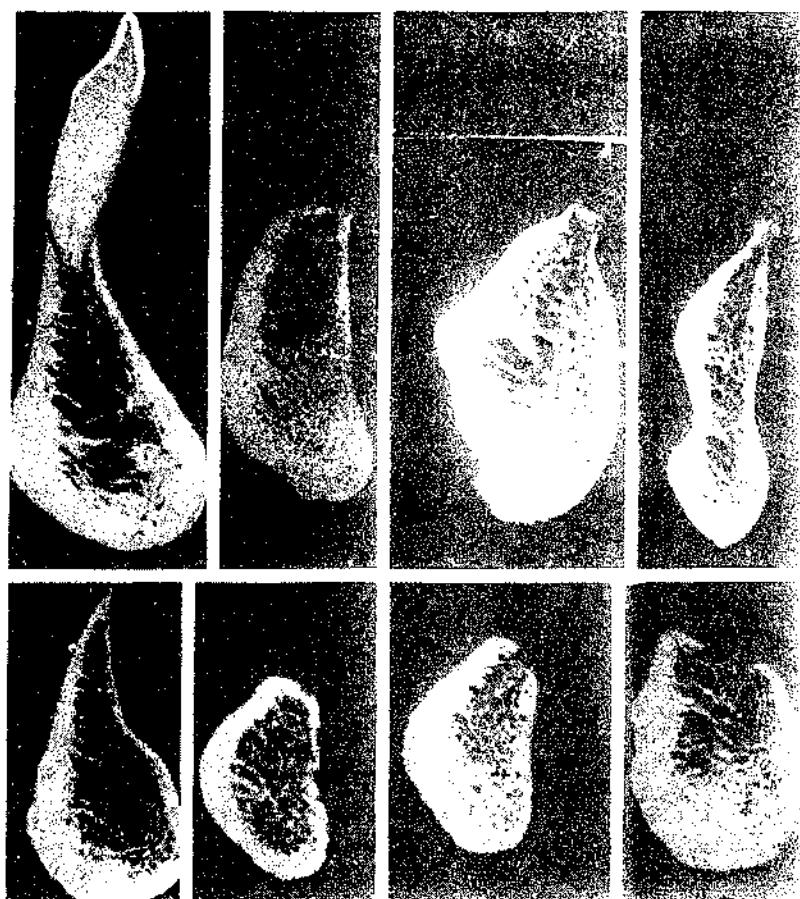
Radiografías de secciones sagitales medianas de ocho mandíbulas que ejemplifican la clasificación de la forma del borde residual: (arriba, de izquierda a derecha) preexacción, postex- tracción, alta bien redondeada; (abajo) en filo de cuchillo, baja bien redondeada con y sin capa cortical sobre la cresta del borde, y con depresión cóncava sin corteza en la cresta. (De Atwood DA: Reduction of residual ridges: A major oral disease entity. *J. Prosthet Dent* 1971; 26:266-279)
